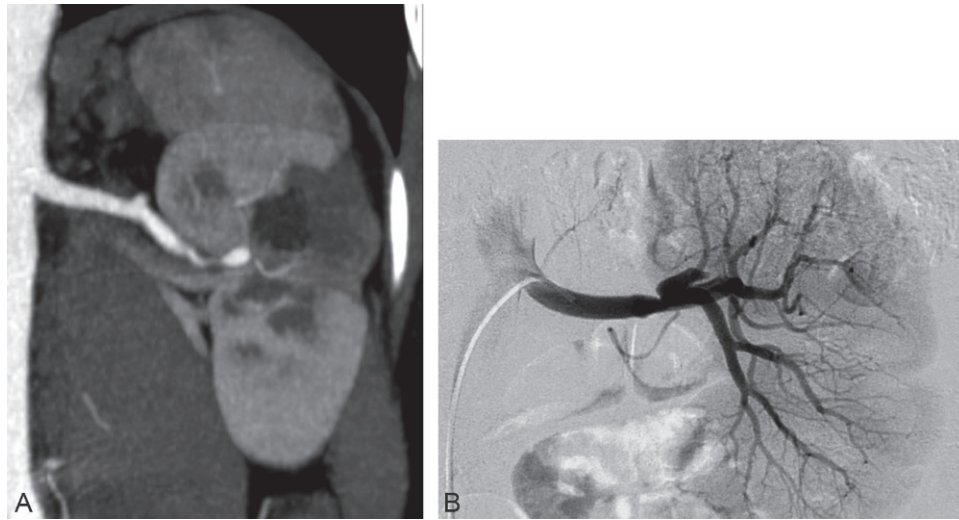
Dissection spontanée de l'artère rénale gauche qui se présente en angio-TDM sous la forme d'un infarctus rénal segmentaire associé à une petite image « anévrysmale » (A). Seule l'artériographie sélective retrouve clairement l'image de dissection avec une ectasie du faux chenal (B).
